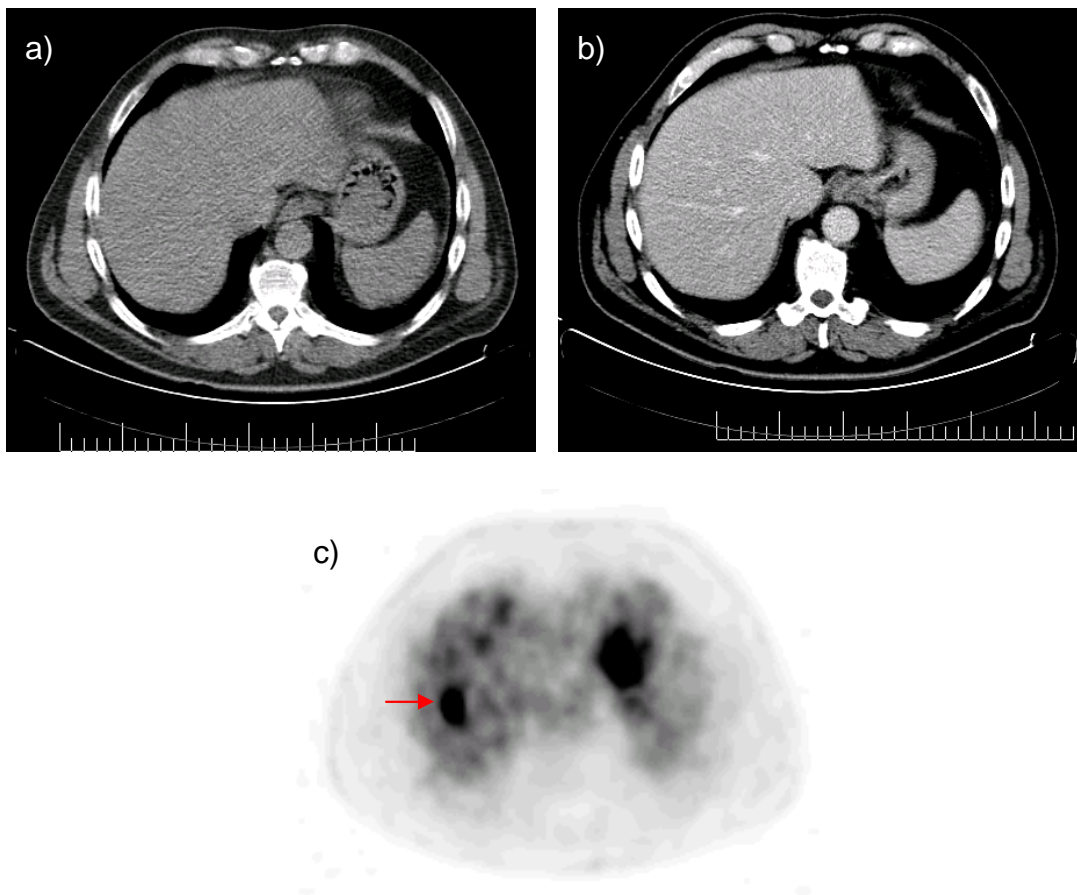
Falsch-negative Lebermetastase in der CT, 65-jähriger Patient
